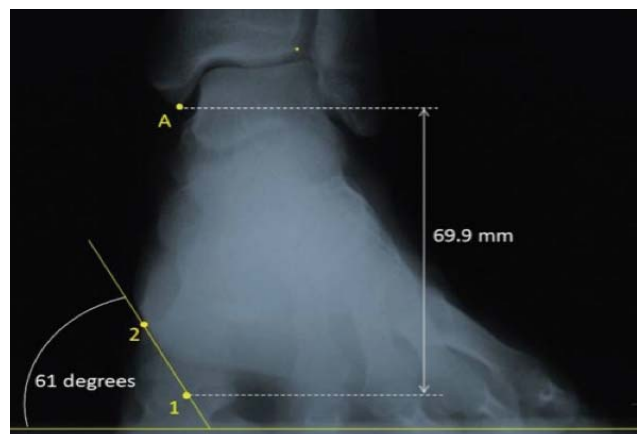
Ejemplo de medición en la radiografía de un pie con el primer radio en posición neutra.
